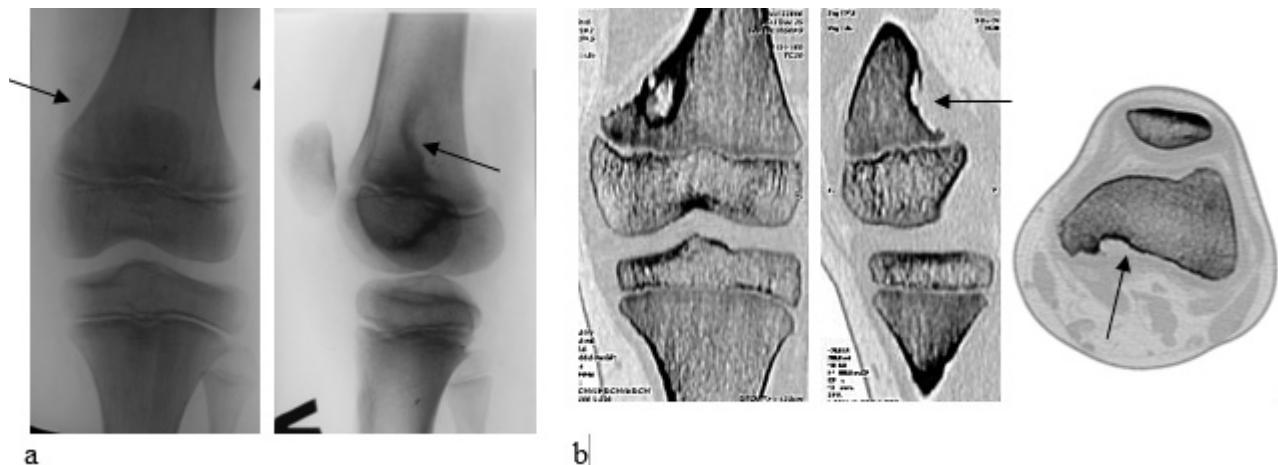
Plain anteroposterior (AP) and lateral (a) radiographs of the knee demonstrate local pathological restructuring of femoral metaphysis in a 9-year-old male patient-footballer (arrow). Fragments of sagittal, coronal and axial reconstruction (b) CT images show local bone lesion with surrounding sclerosis (arrow)
